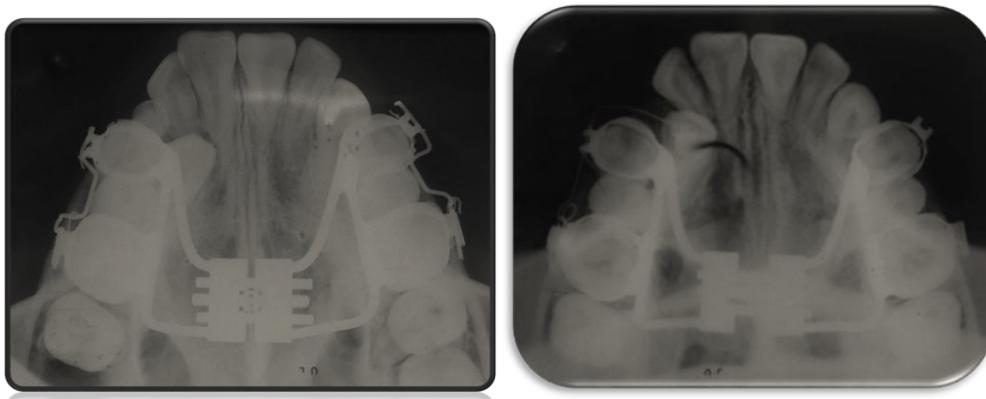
Radiografías de inicio y final de activaciones del expansor Hyrax diciembre del 2,012
